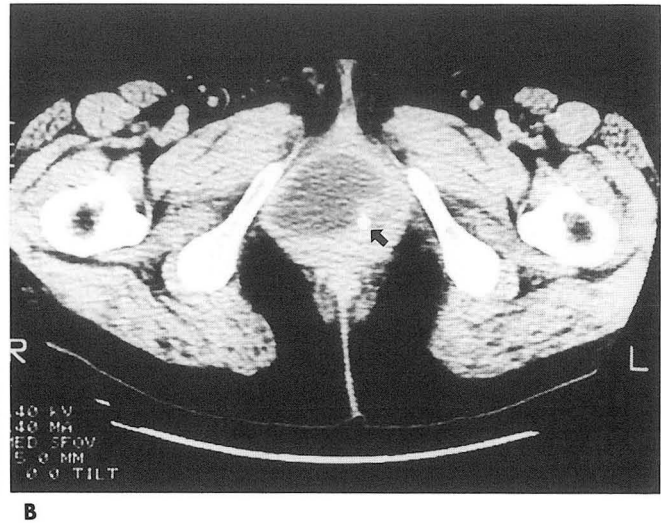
Pre- and postcontrast pelvic CT
